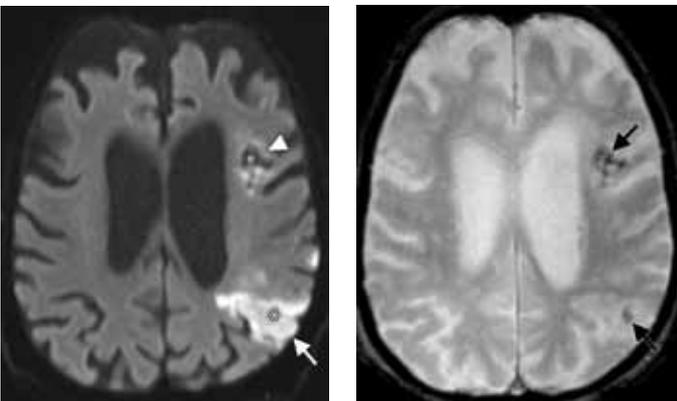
IRM cérébrale avec de multiples infarctus
